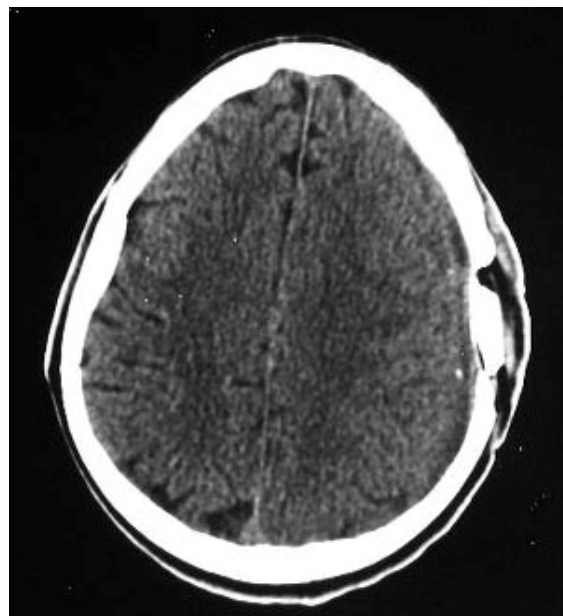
TDM cérébrale coupe axiale de l'étage sous tentoriel avec PDC.
